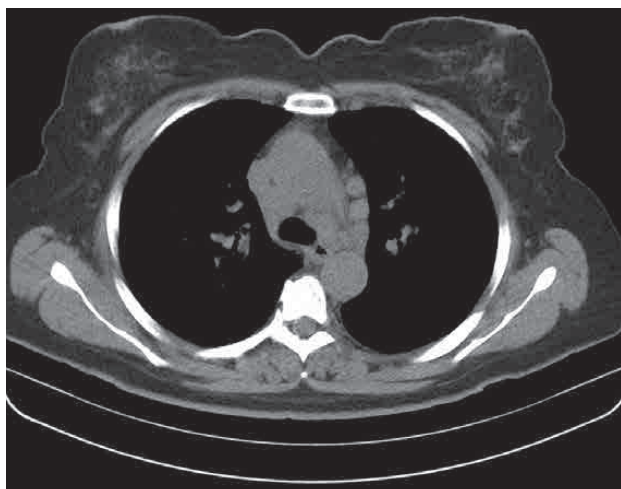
КТ органов грудной клетки той же больной, медиастинальное окно.
